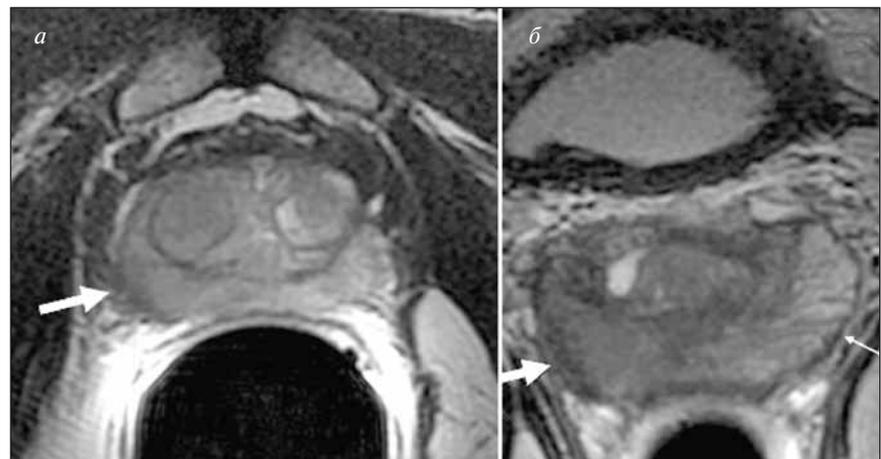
На томограмме в аксиальной плоскости (а) определяется экстракапсулярное распространение (стрелка) РПЖ (зона сниженной интенсивности сигнала на 7—10 часах условного циферблата). Во фронтальной плоскости (б) тонкая стрелка указывает на интактную капсулу, толстая стрелка — на экстракапсулярное распространение опухоли
